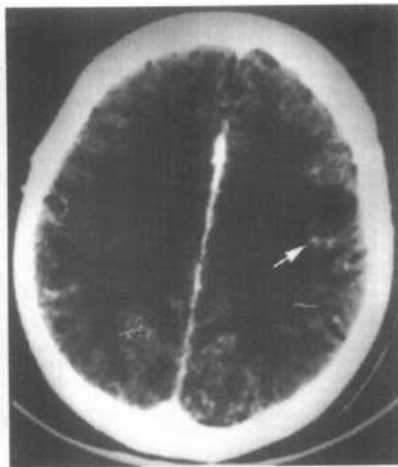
肺癌脑转移瘤 CT 增强图像, 左颞叶结节强化灶 (↑), 瘤周环形水肿
